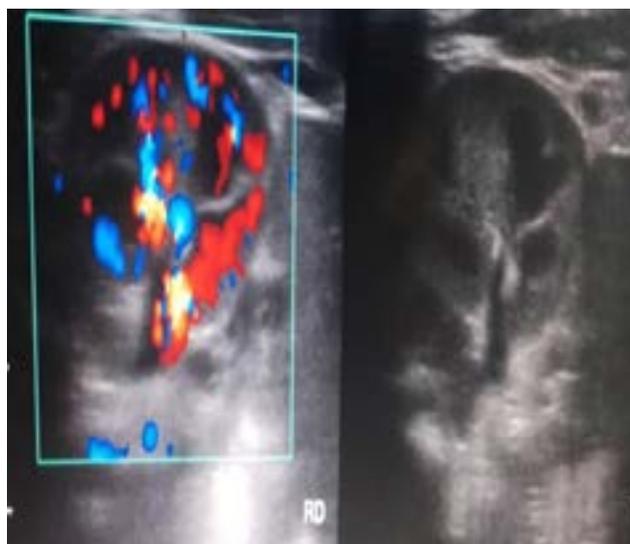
Imagen ultrasonográfica de corte transversal riñón derecho. Tomado por Rodríguez Maggyra, 2024. Servicio de Imágenes Dr. José Gregorio Hernández, CHET. Carabobo. Venezuela.
